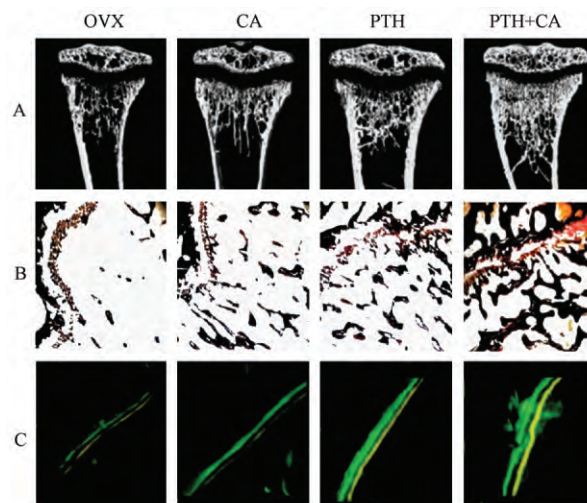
A. 左胫骨近端感兴趣区域通过 Micro-CT 扫描的结果; B. 胫骨近端 Masson 染色切片; C. 荧光显微镜观察结果。
